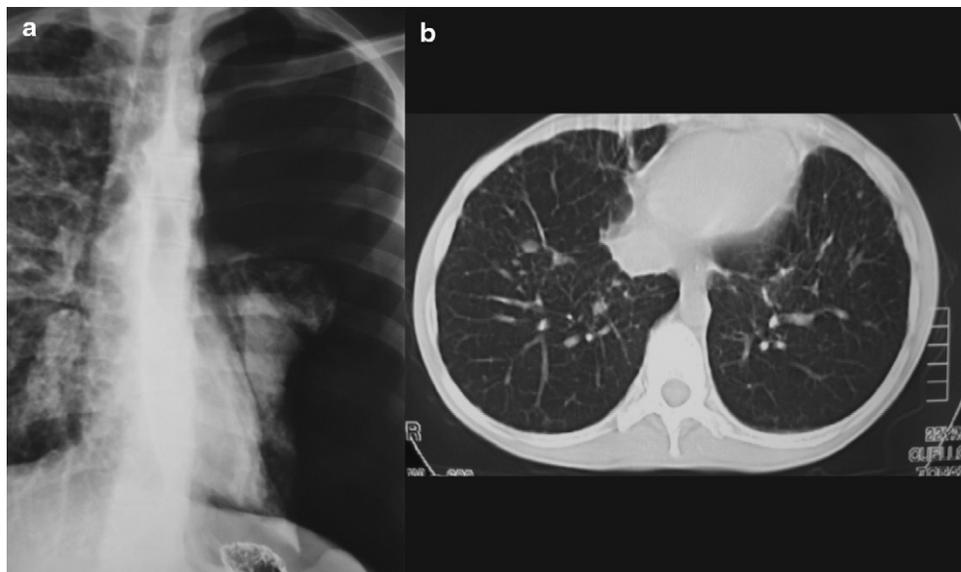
A) Radiografía de tórax posteroanterior realizada en el transcurso del estudio digestivo baritado. B) En la tomografía computarizada se observa un parénquima pulmonar con patrón micronodular.
